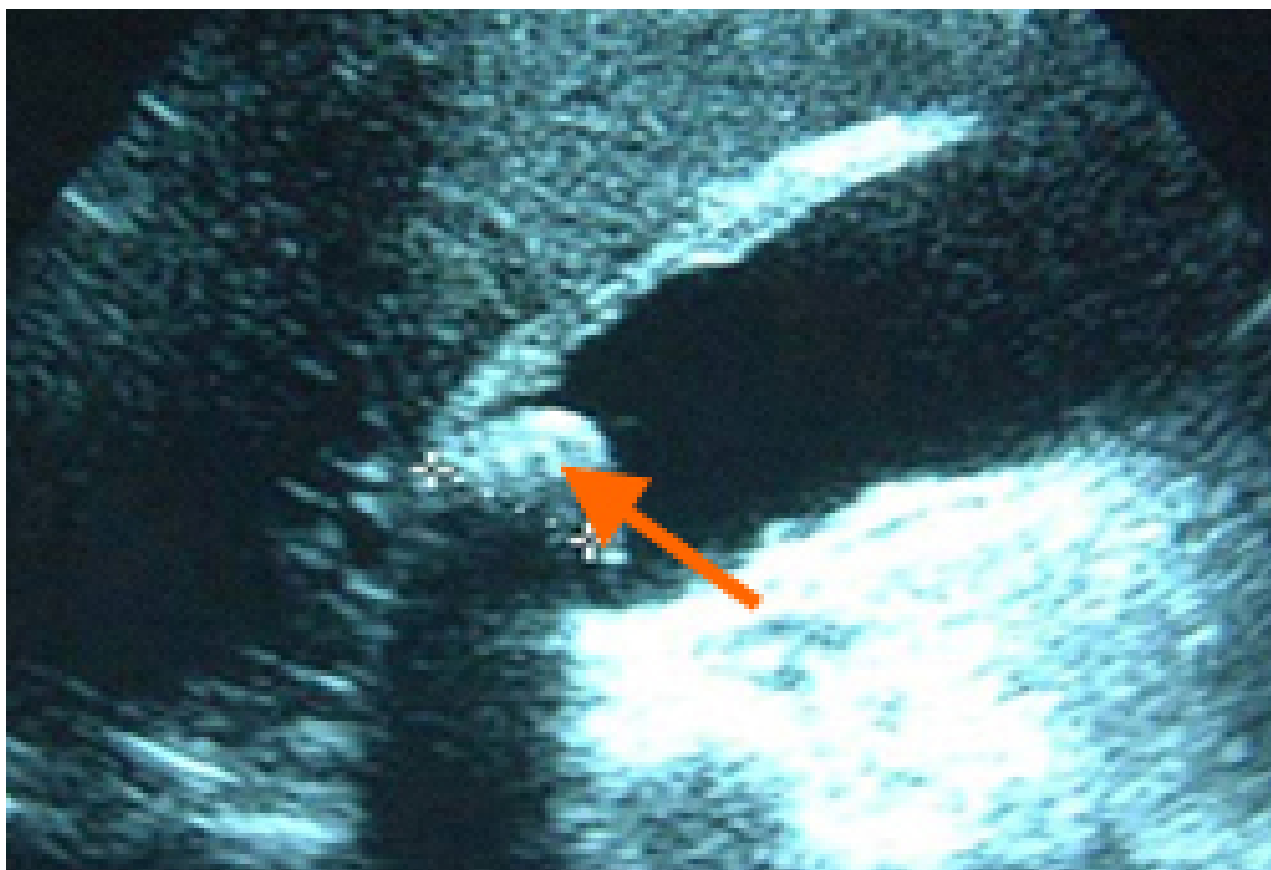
Ultrassonografia de colecistite aguda e presença de cálculos biliares: a seta aponta para um cálculo no fundo da vesícula biliar, com sua sombra ecogênica abaixo
